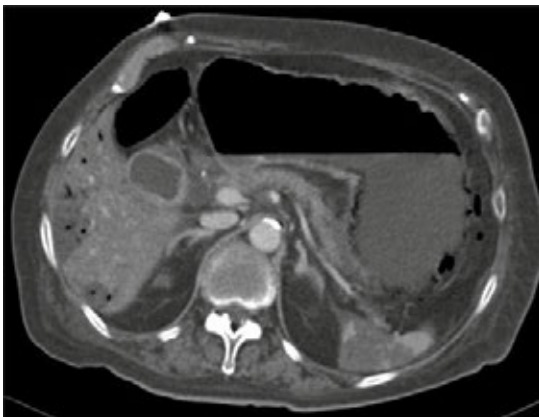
Caso número 18, mujer de 86 años con síndrome doloroso abdominal agudo a la que se le realizó angiotomografía computada, imagen axial, hallazgo primario de la isquemia mesentérica aguda: defecto de llenado parcialmente obstructivo en la arteria mesentérica superior y hallazgos secundarios: ascitis, neumatosis portal y gástrica, infarto hepático e infarto esplénico.
